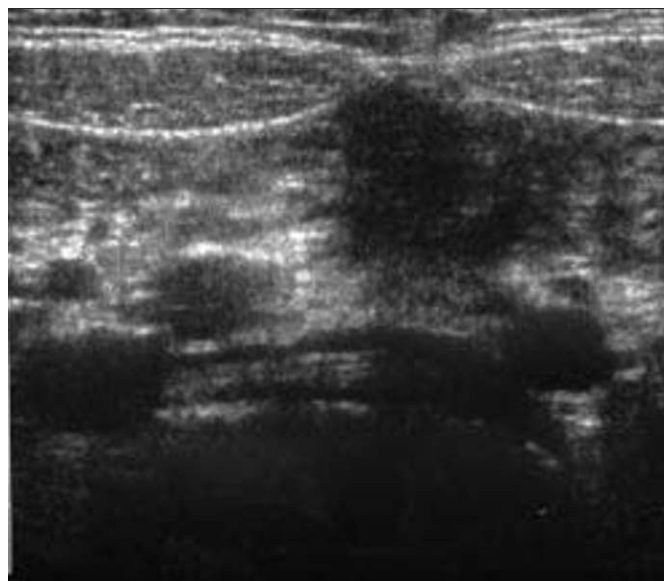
Échographie mode B des veines iliaques primitives. Image axiale transverse en haute résolution et en mode B des deux veines iliaques primitives montrant à gauche un thrombus intraluminal ancien.
